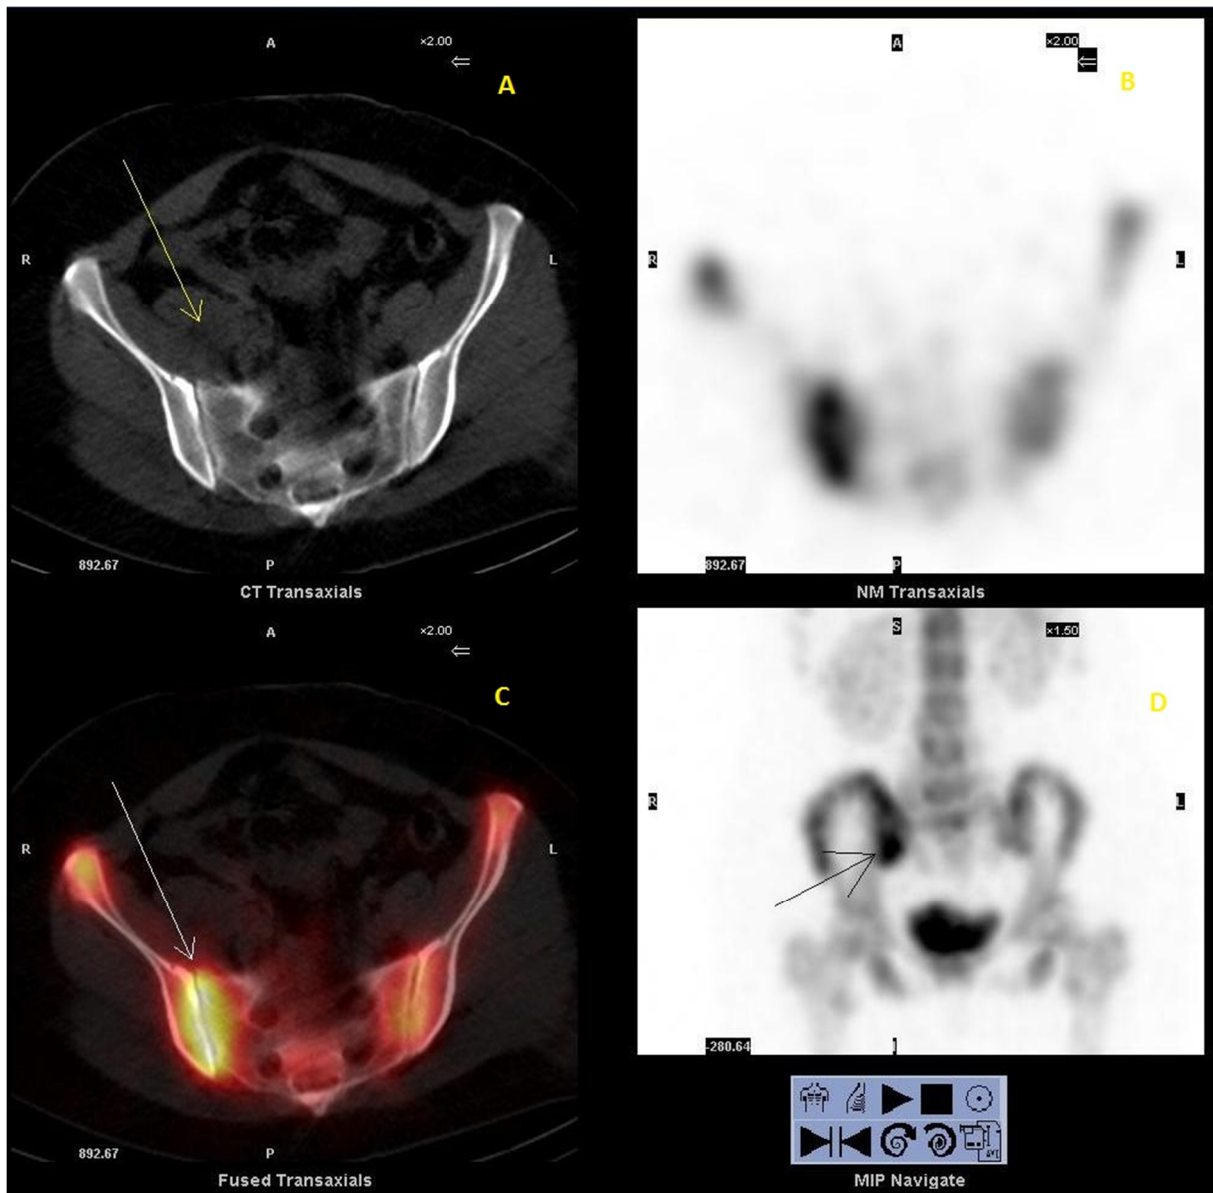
Tomoscintigraphie monophotonique couplée au scanner: (A. coupe axiale scannographique, B. coupe tomoscintigraphique, C. image de fusion, D. MIP), montrant une hyperfixation des berges articulaires de l'articulation sacro-iliaque droite (C, flèche blanche; D, flèche noire). L'abcès du psoas droit apparait comme une zone d'hypodensité sur la TDM de repérage (A, flèche jaune).
